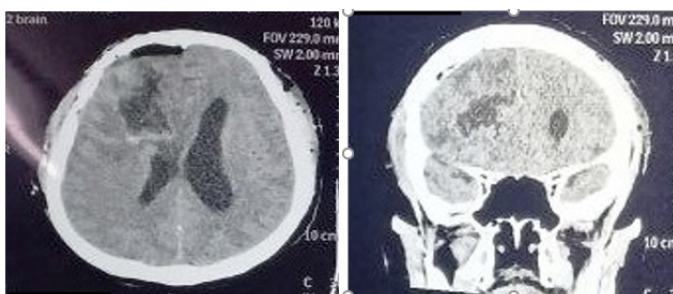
После операционные МСКТ снимки презентующие картину totally удаленного новообразования и опорожнения гематомы.
